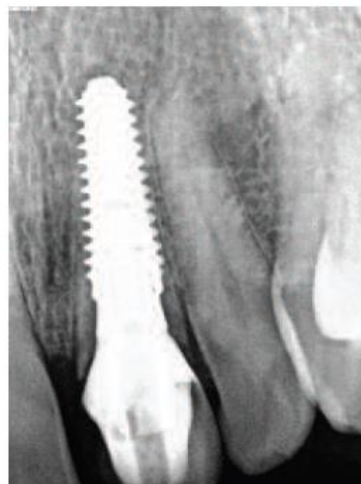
Radiografia periapical do implante e coroa no 21. Fonte: Gluckman et al., 2015.
